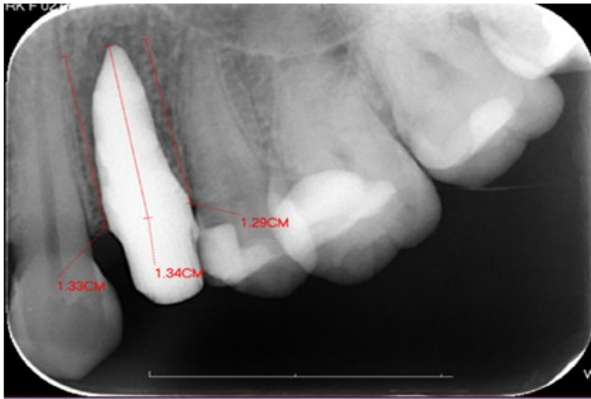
Titanyumdan dental CNC işleme cihazıyla elde edilen bir KAİ'nin ağız içinde uygulanması ve periapikal radyografideki görünümü
